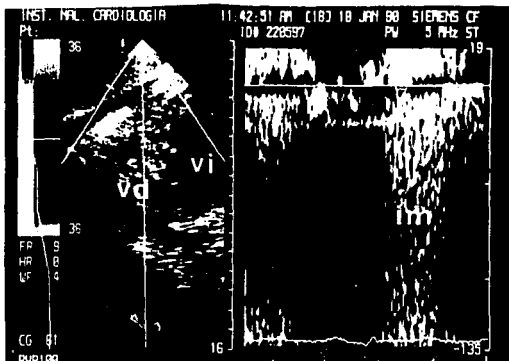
Imagen transgástrica en el plano transversal de los dos ventrículos. La muestra de volumen del Doppler pulsado está colocada dentro del ventrículo derecho. Se registra un flujo turbulento holosistólico en el interior del ventrículo derecho. IM = insuficiencia mitral, VD = ventrículo derecho, VI = ventrículo izquierdo.
